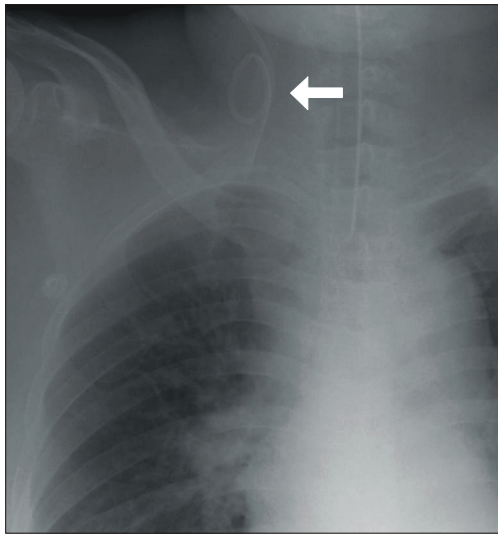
Postoperative chest radiograph. A central venous catheter is kinked in the neck area (white arrow). The kinked loop is placed at the level of the 5th and 6th cervical vertebrae and the catheter tip is placed between the 7th cervical and 1st thoracic vertebrae.
